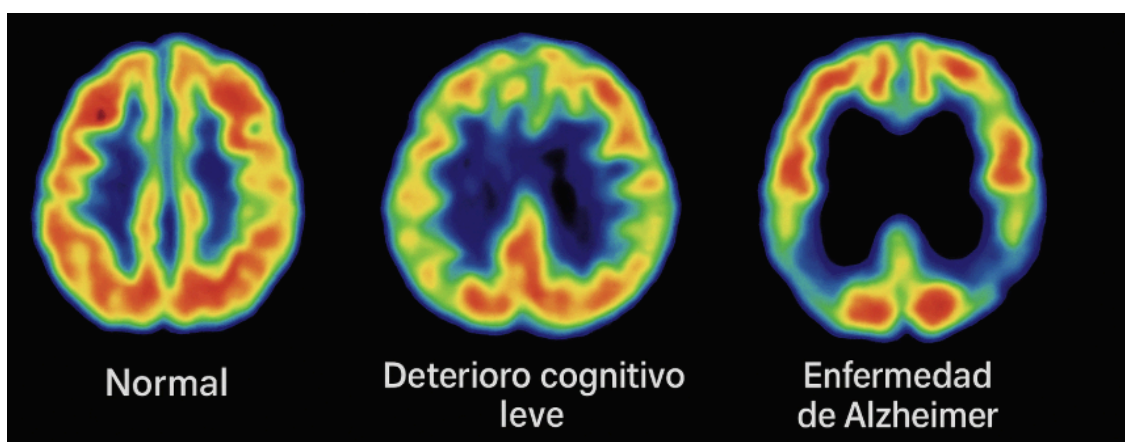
Cambios en el metabolismo cerebral en la progresión del Alzheimer: Imágenes por tomografía por emisión de positrones (PET) que muestran el metabolismo de la glucosa cerebral en un cerebro sano, con deterioro cognitivo leve y con enfermedad de Alzheimer. Se observa una disminución progresiva del metabolismo, especialmente en regiones temporoparietales.
